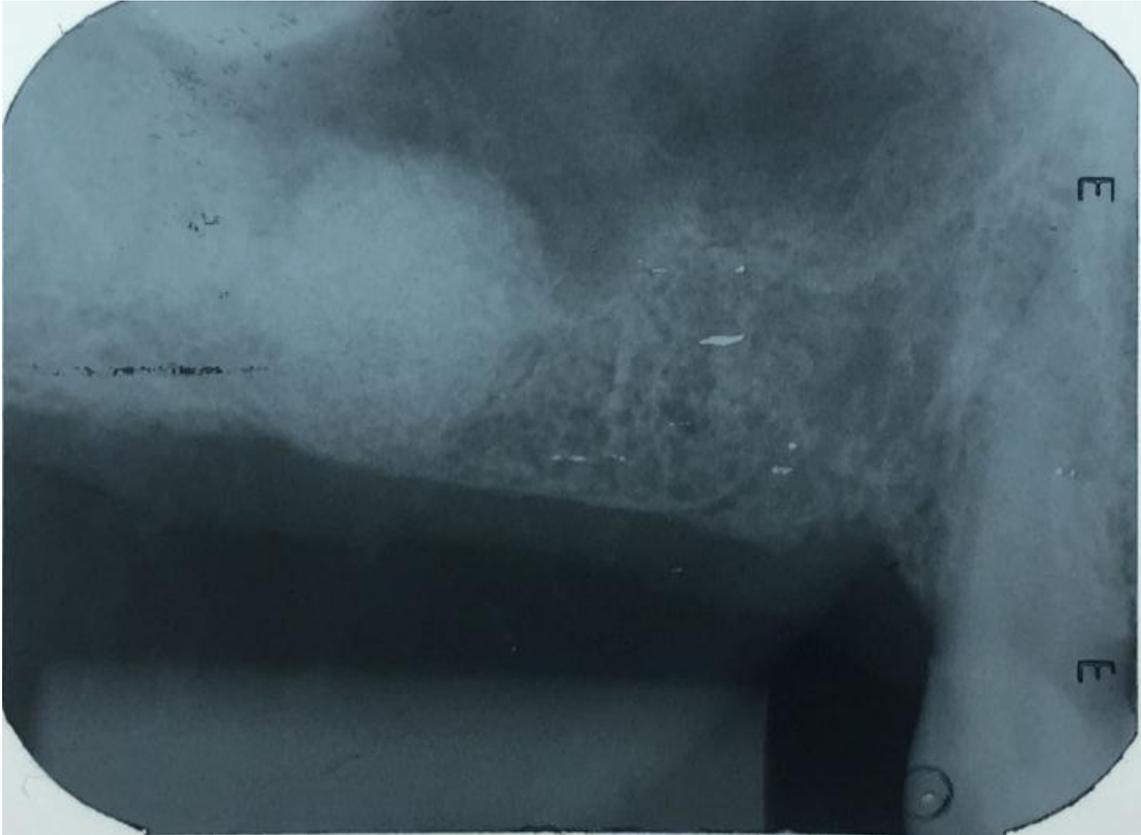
Radiografia periapical evidenciando o aumento do seio maxilar.
